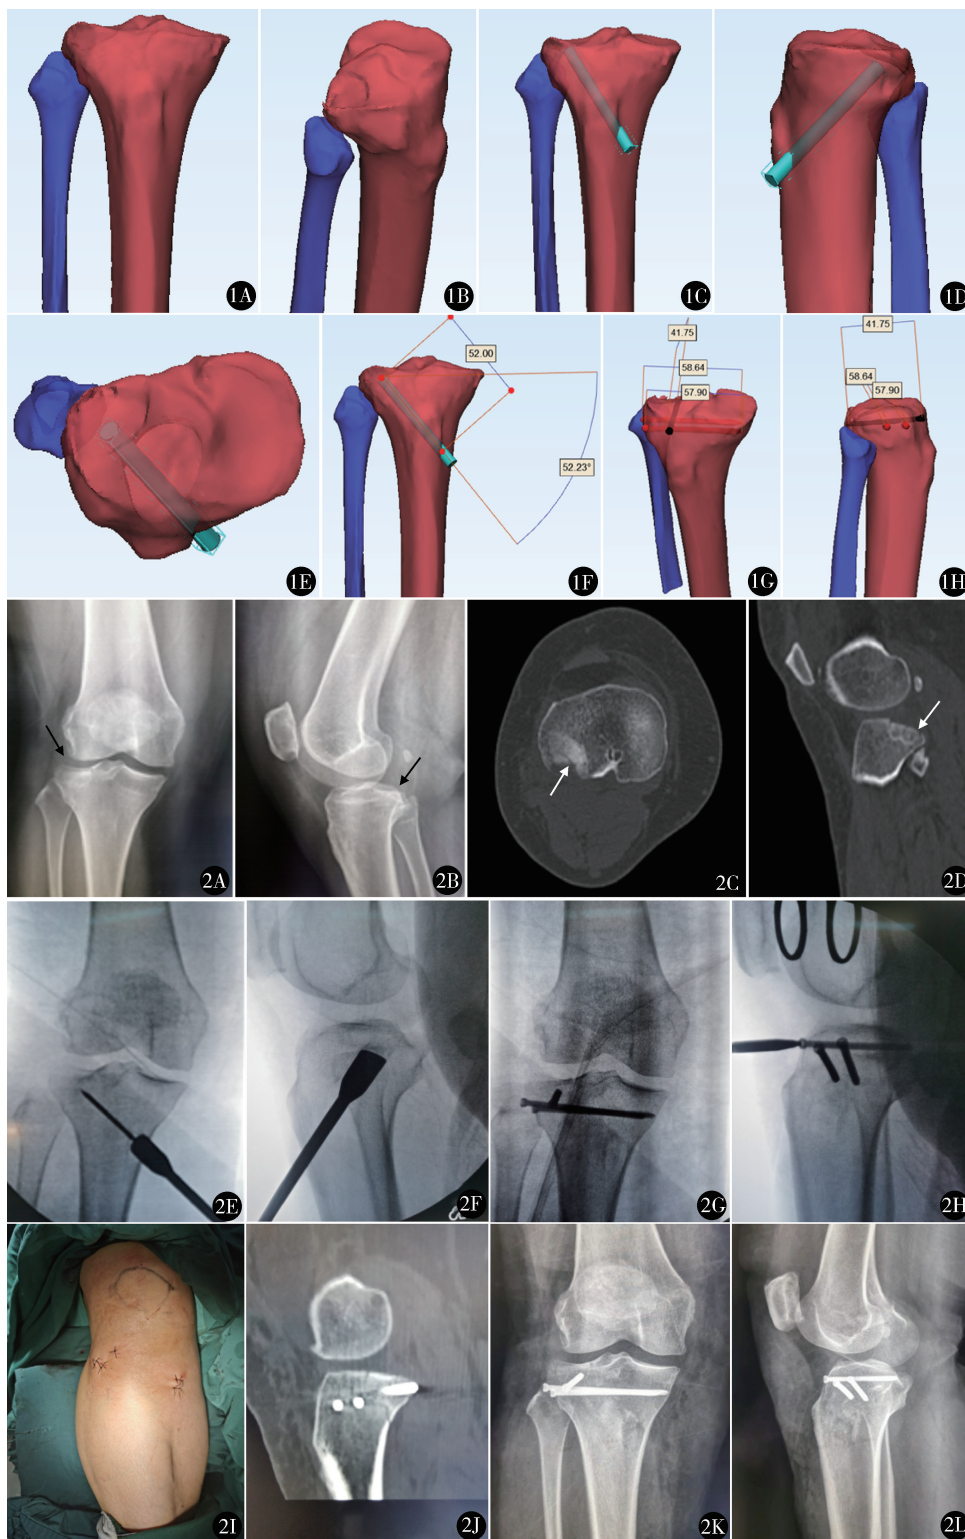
A,B. 导入患者胫骨平台 CT 数据 (DICOM 格式), 通过 Mimics20.0 软件进行三维重建; C~E. 模拟术后外侧平台骨折复位过程; 通过软件自带的测量工具测量隧道长度、角度 (F) 和螺钉长度 (G,H) 图2 女, 57 岁, 骑电动车摔伤; 术前膝关节正、侧位 X 线片 (A,B) 及 CT 轴位、冠状位、矢状位 (C,D) 提示右侧胫骨平台后外侧塌陷骨折; E~H. C 形臂 X 线机透视下微创复位联合 Jail 螺钉固定胫骨平台后外侧骨折过程; I. 术后外观见小腿远端切口情况; J. 术后 1 年 CT 轴位示胫骨平台后外侧骨折复位满意, 固定牢固; K,L. 术后 3、6、9 个月术后 X 线变化不明显, 术后 1 年膝关节正、侧位 X 线片示骨折愈合良好, Jail 螺钉在位, 关节面无塌陷
